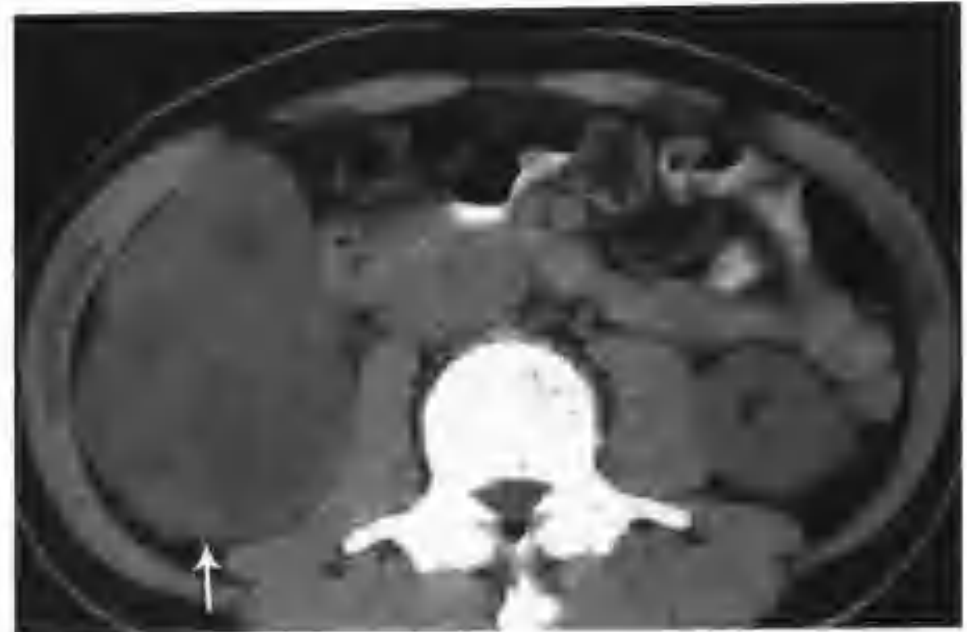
右肾透明细胞癌 (CT 平扫示右肾影增大, 其内见一个 $7\text{cm} \times 8\text{cm} \times 9\text{cm}$ 的混杂密度肿物 (箭头))
